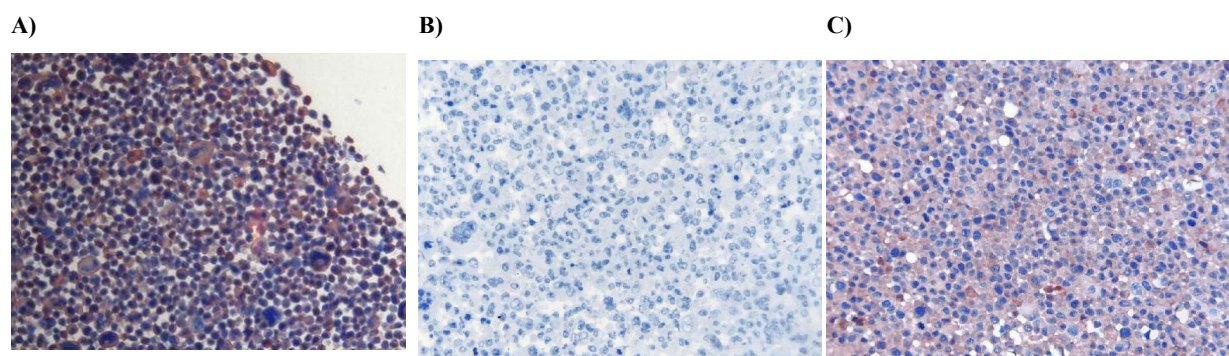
Immunhistochemische Färbung des PTEN-Gesamtproteins bei BT474 (A), SK-BR-3 (B) und BT549 (C). Bedingt durch die Gegenfärbung mit Hämatoxylin ist das Zytoplasma hellblau und die Zellkerne dunkelblau angefärbt. Das PTEN-Protein ist an der braunen Farbe zu erkennen. Im Vergleich zueinander zeigen die Färbungen, dass BT474 (A) eine starke, SK-BR-3 (B) eine mittlere, und die Negativkontrolle BT549 (C) keine Expression des PTEN-Proteins aufweisen [Vergrößerung: 40 x].
